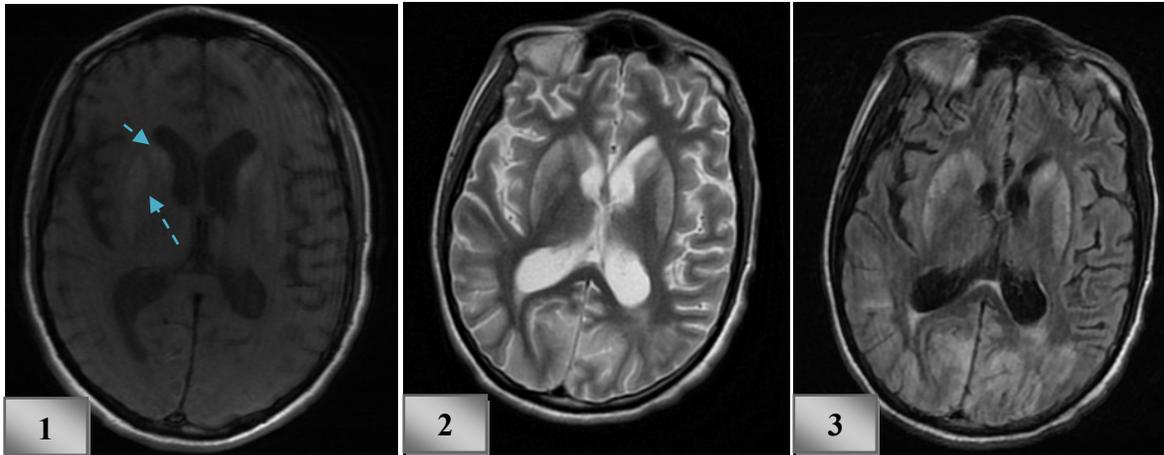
Anomalies de signal en plages des noyaux lenticulaires et caudés en hypersignal T1 (1), T2 (2), FLAIR (3) et diffusion (4), sans vide de signal sur la séquence T2 écho-de gradient (5) et non rehaussées après injection de Gadolinium(6).
